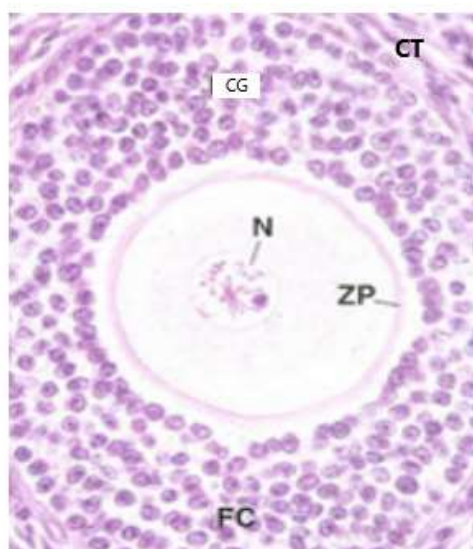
Folículo preantral donde se observa: ZP: zona pelúcida, FC: células foliculares, N: núcleo, CG: células de la granulosa, CT: células de la teca (modificada de Ross y Pawlina, 2007).
